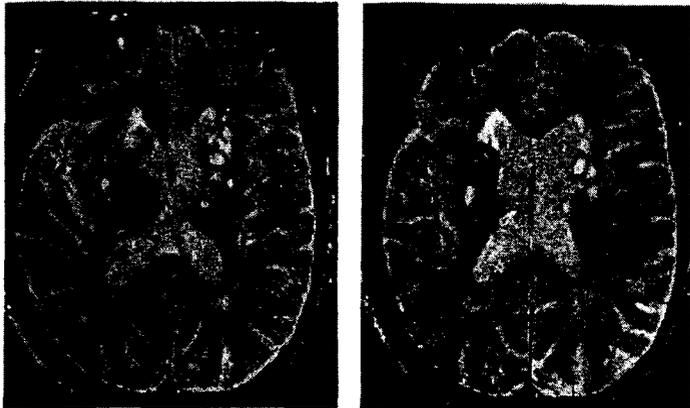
Brain MRI in a case of athymhormic syndrome due to ischaemic lacunes involving bilaterally the caudate head (case F.M.).
